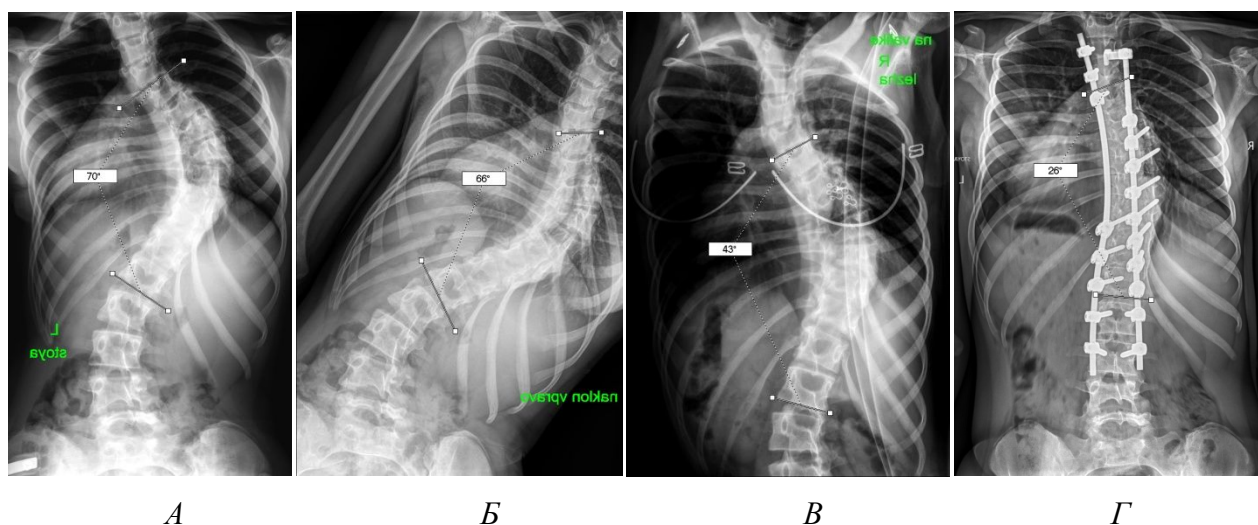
Рентгенограммы пациентки Е., 15 лет: А – до проведения оперативного лечения; Б – bending-тест (величина коррекции дуги 4°); В – fulcrum-тест (величина коррекции дуги 27°); Г – после выполненного вмешательства
